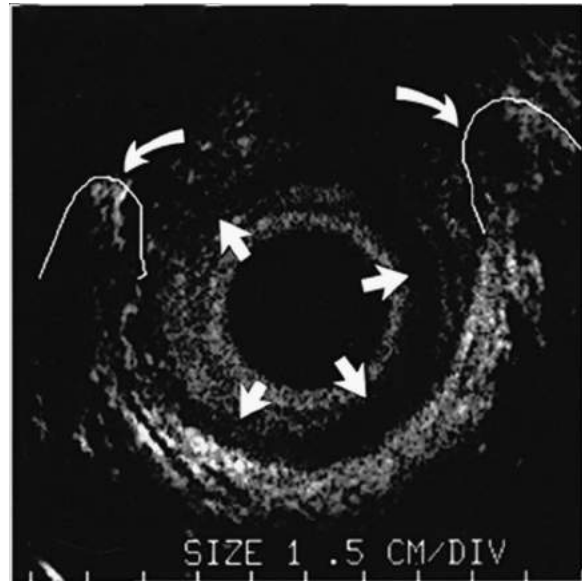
Ultrasonografía endoanal del canal medional en una mujer con incontinencia fecal y parto vaginal previo. El esfínter anal interno está intacto (*flechas rectas*). El esfínter anal externo tiene un defecto anterior (*flechas curvas*).
